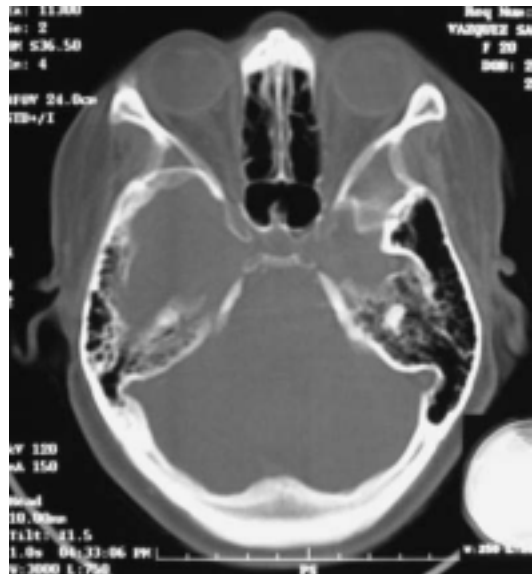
Tomografía Computarizada en corte axial muestra la gran hiperneumatización de la escama temporal y de la pirámide petrosa izquierdas del lado atrófico.
